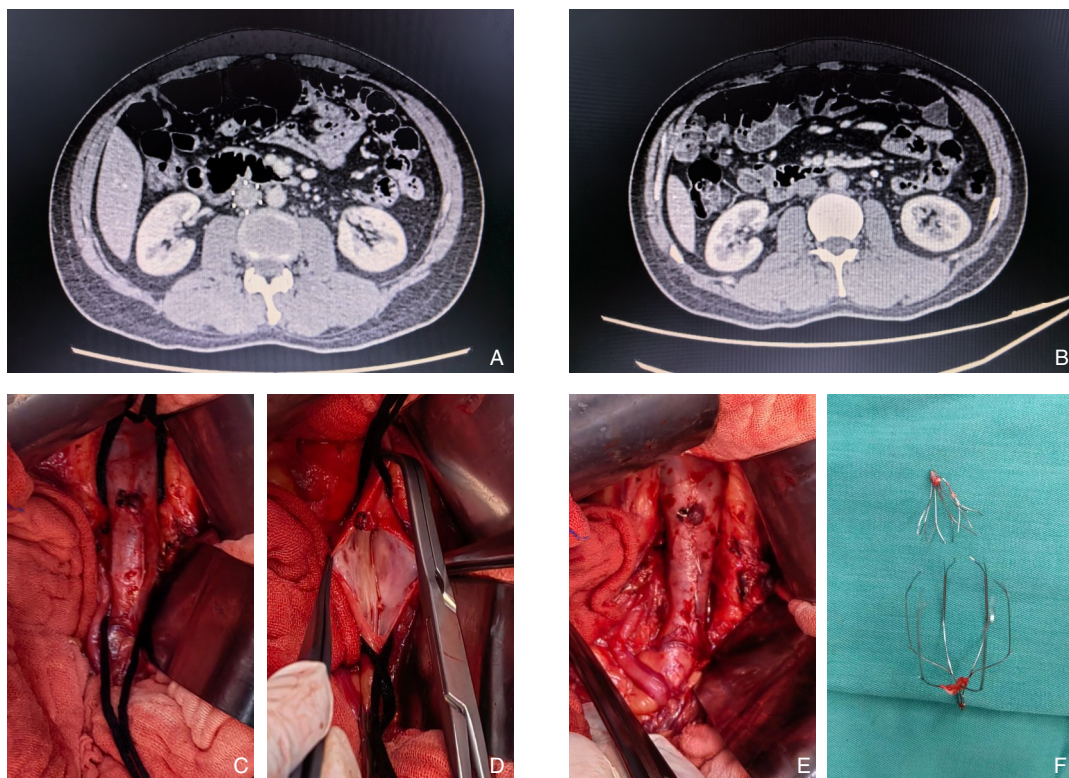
开放手术取出术纺锤形滤器 A: 纺锤形滤器支柱完全穿透IVC壁; B: 3个月后CT复查; C: 术中所见支柱穿透静脉壁; D: 取出滤器后IVC壁,内膜增生; E: 缝合IVC; F: 剪断取出的纺锤形滤器
